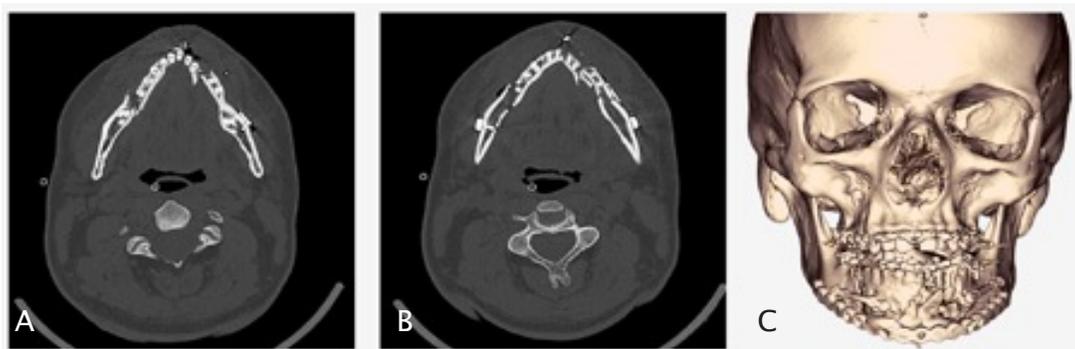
Tomografia computadorizada pós-operatório imediato. A e B: corte coronal evidenciando o contorno do perímetro mandibular que foi restabelecido, além da manutenção da via aérea; C: reconstrução 3D demonstrando material de fixação em posição, juntamente com a redução anatômica das fraturas
